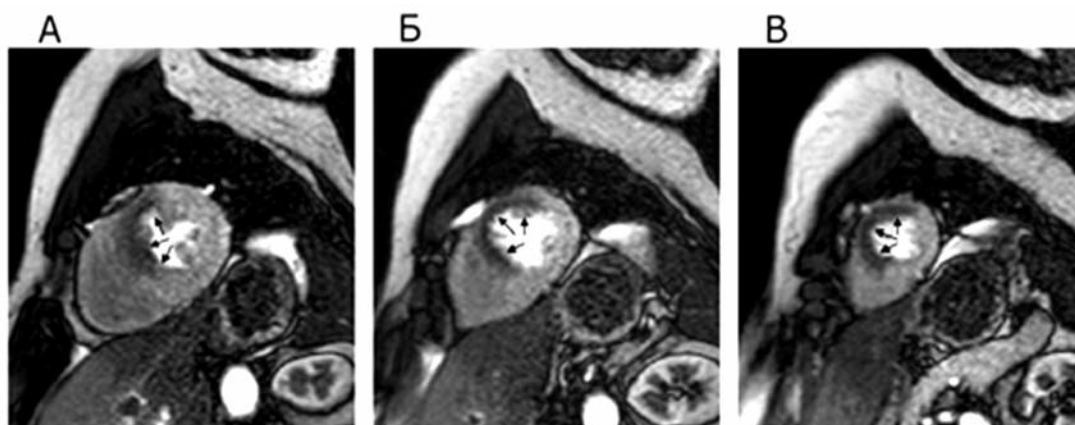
Перфузионные МР-изображения по первому прохождению (режим SR SSFP), исследование с нагрузкой аденозином у пациента со стенозом передней нисходящей артерии. А — на уровне базальных отделов, Б — через центр желудочка, В — верхушечные отделы. Зона сниженного прохождения Gd (зона гипоперфузии) по передне-перегородочным отделам трактуется как ишемия миокарда
